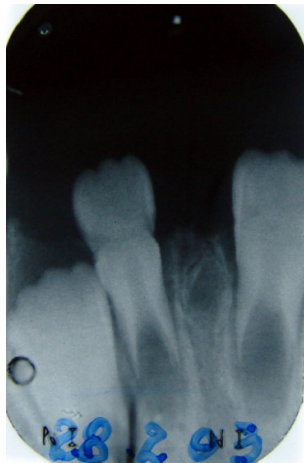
Periapical antero inferior
